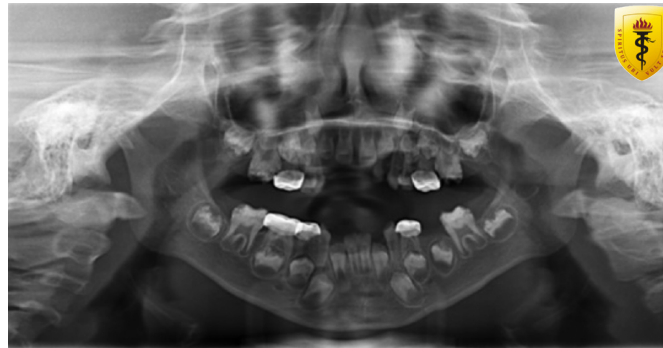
Radiografía panorámica post-tratamiento
